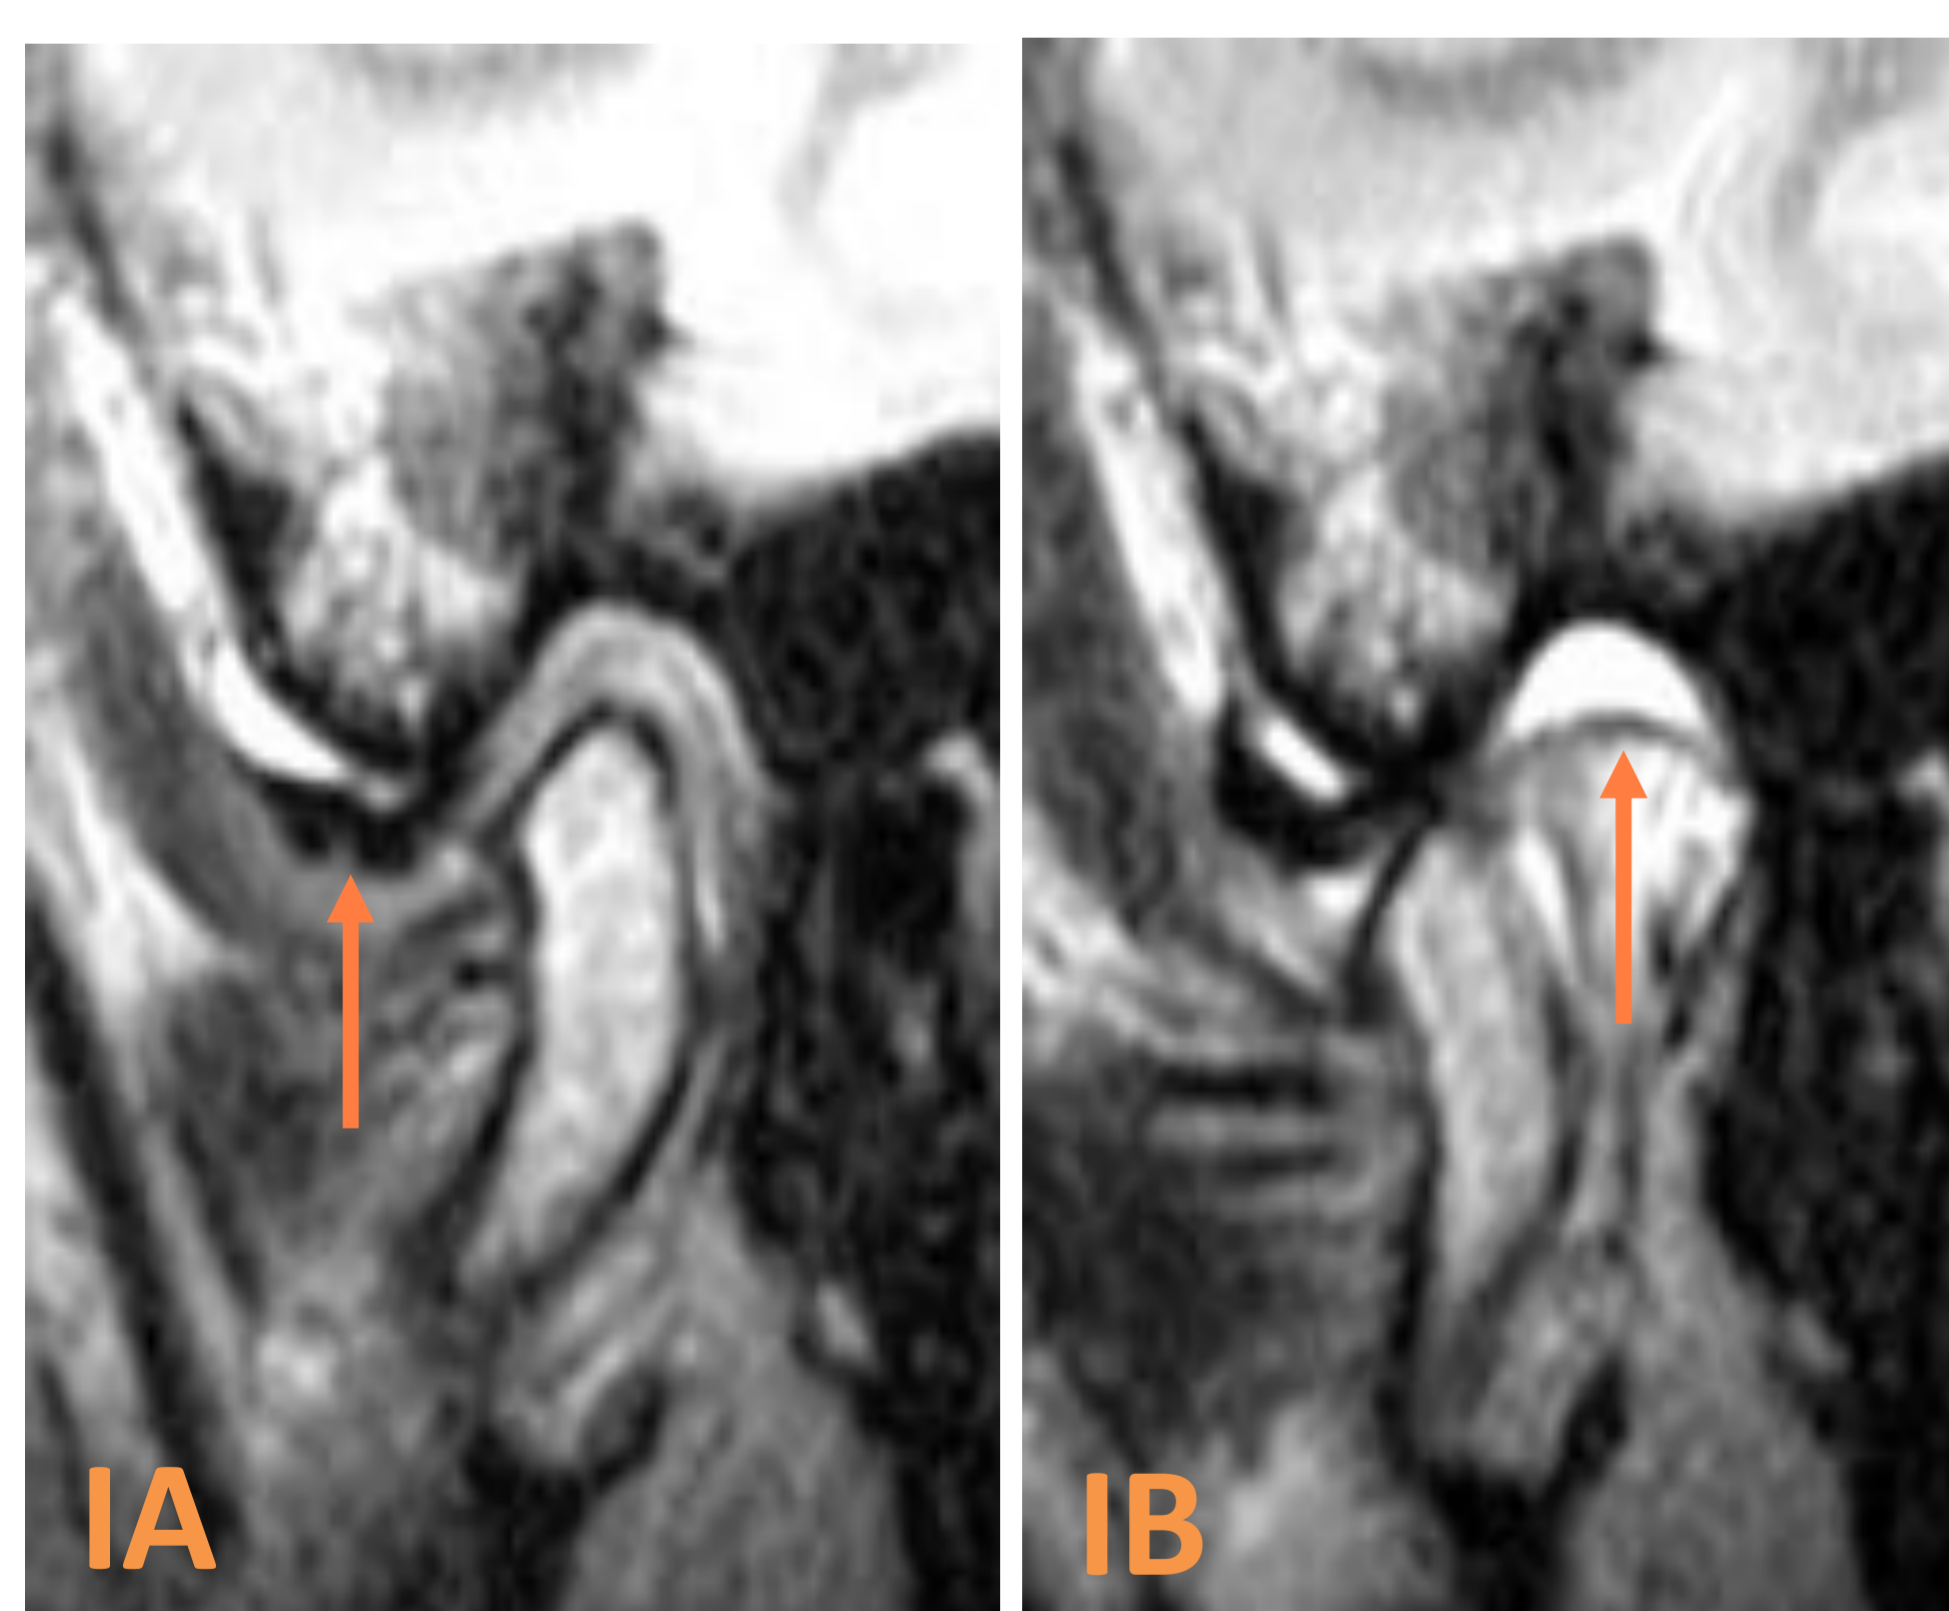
Las imágenes de RM con boca cerrada (IA) y abierta (IB) muestran un disco aplanado y desplazado (flecha IA) sin reducción con la apertura y líquido articular (flecha, IB)
